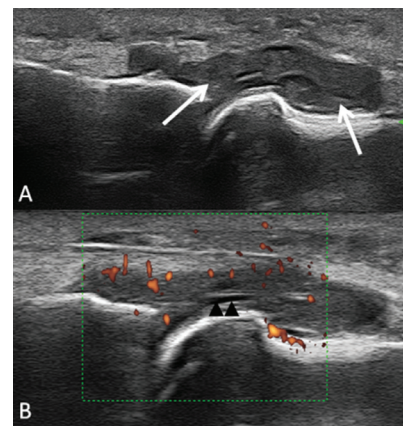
A, Exame de ultrassom em escala de cinza do aspecto dorsal. B, Aumento dos sinais de cor no exame de Doppler.
